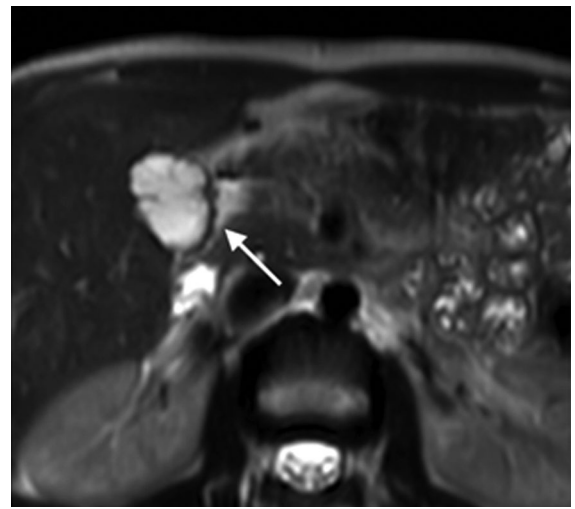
Mujer de 32 años con vesícula multiseptada. RM de abdomen, secuencia ponderada en T2, plano axial, que evidencia una vesícula con múltiples septos internos (flecha).
